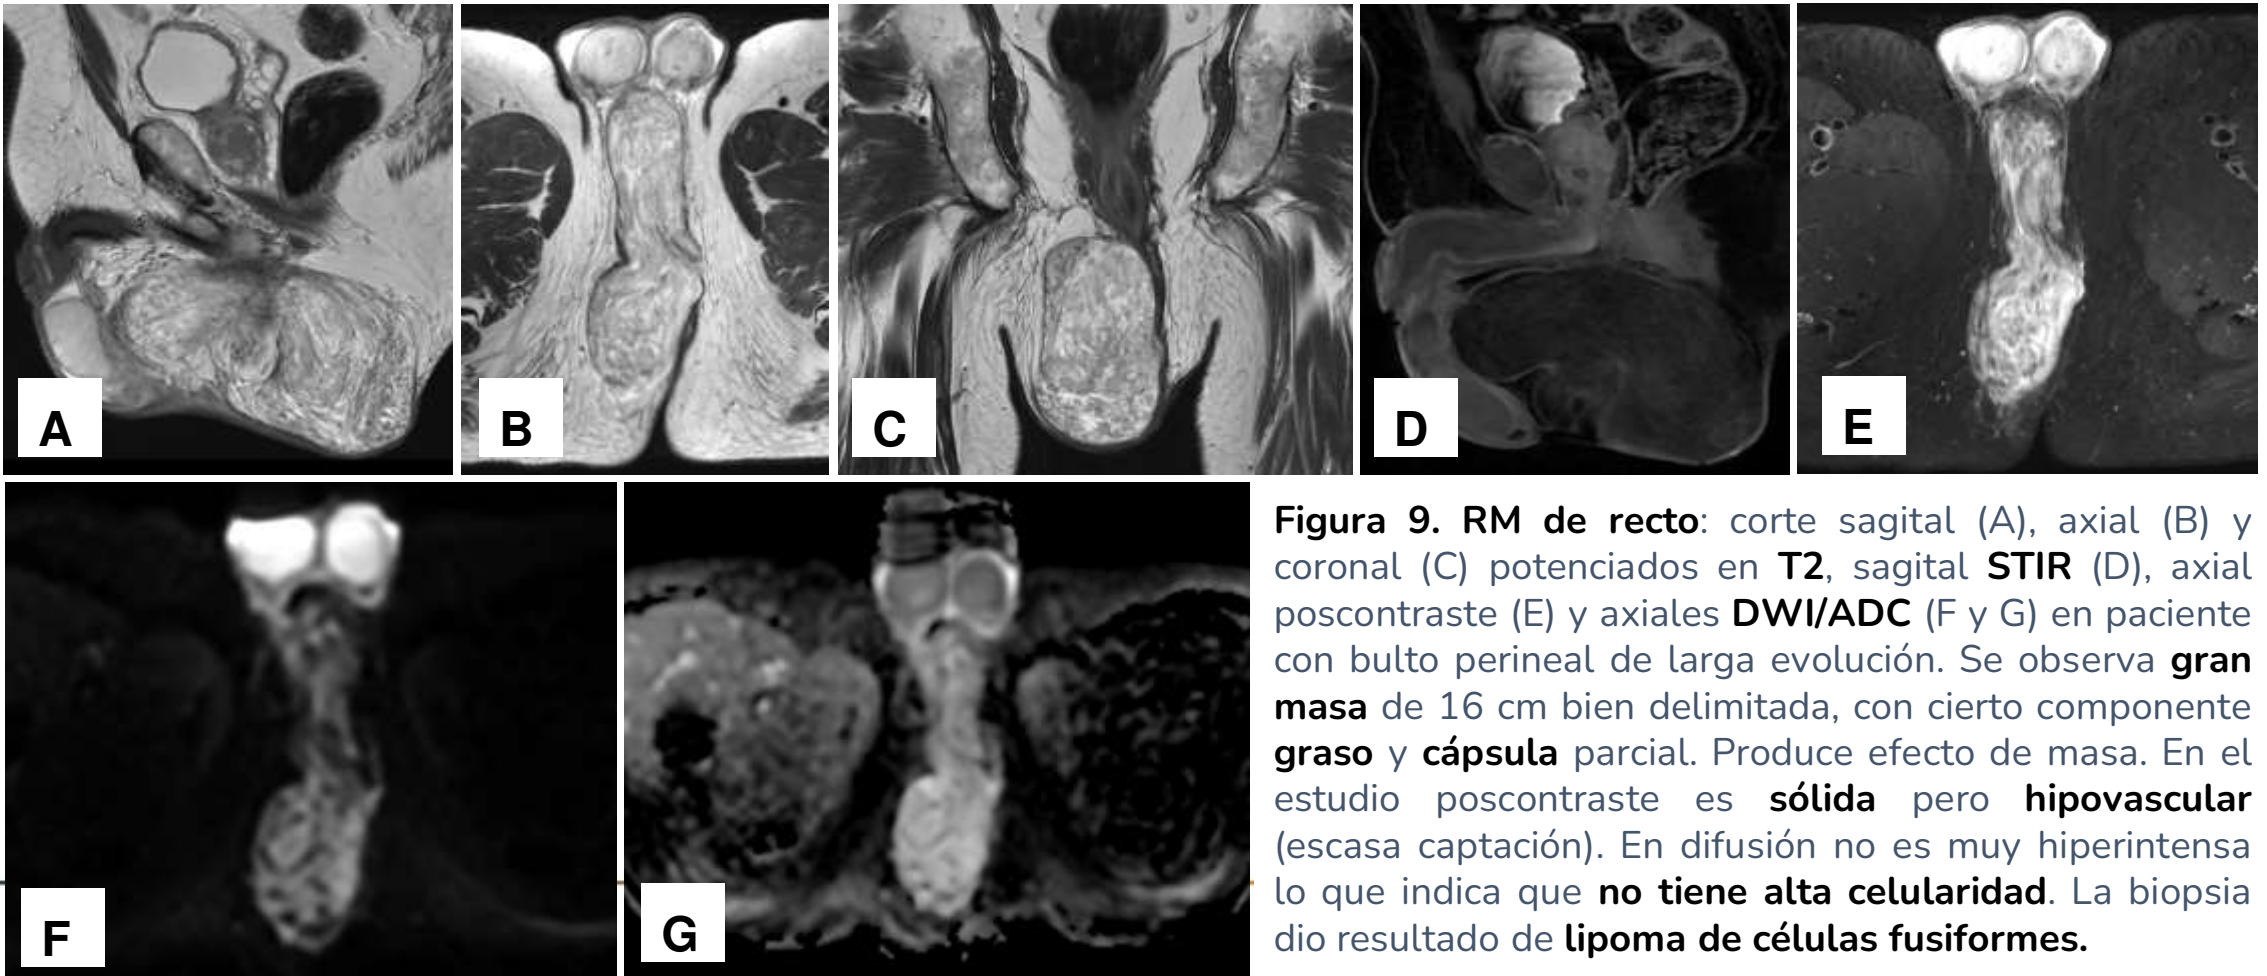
RM de recto: corte sagital (A), axial (B) y coronal (C) potenciados en T2, sagital STIR (D), axial poscontraste (E) y axiales DWI/ADC (F y G) en paciente con bulto perineal de larga evolución. Se observa gran masa de 16 cm bien delimitada, con cierto componente graso y cápsula parcial. Produce efecto de masa. En el estudio poscontraste es sólida pero hipovascular (escasa captación). En difusión no es muy hiperintensa lo que indica que no tiene alta celularidad. La biopsia dio resultado de lipoma de células fusiformes.
